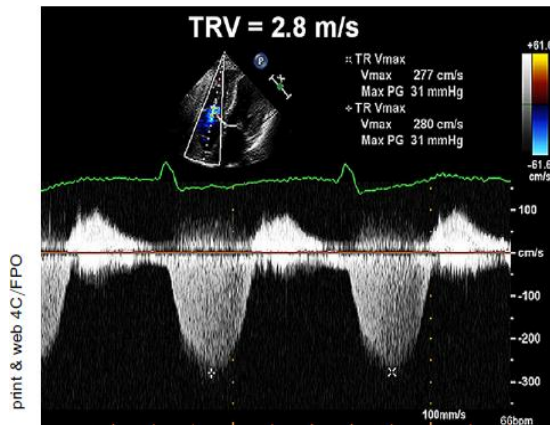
Determinación ecocardiográfica Doppler de la presión sistólica de la arteria pulmonar (PSAP). La señal espectral del Doppler de onda continua de la regurgitación tricuspídea corresponde al gradiente de presión entre el ventrículo derecho y la aurícula derecha. La PSAP se calcula como la suma de la presión estimada de la AD y el gradiente pico de presión entre el ventrículo derecho y la aurícula derecha, estimado por la aplicación de la ecuación modificada de Bernoulli al pico de velocidad representado por la señal Doppler de regurgitación tricuspídea. En este ejemplo, la PSAP se estimó en 31 mm Hg + la presión venosa central, o 34 mm Hg, si se asume que la presión de la AD es de 3 mm Hg. Adaptado con permiso de *J Am Echocardiogr.*⁵²
